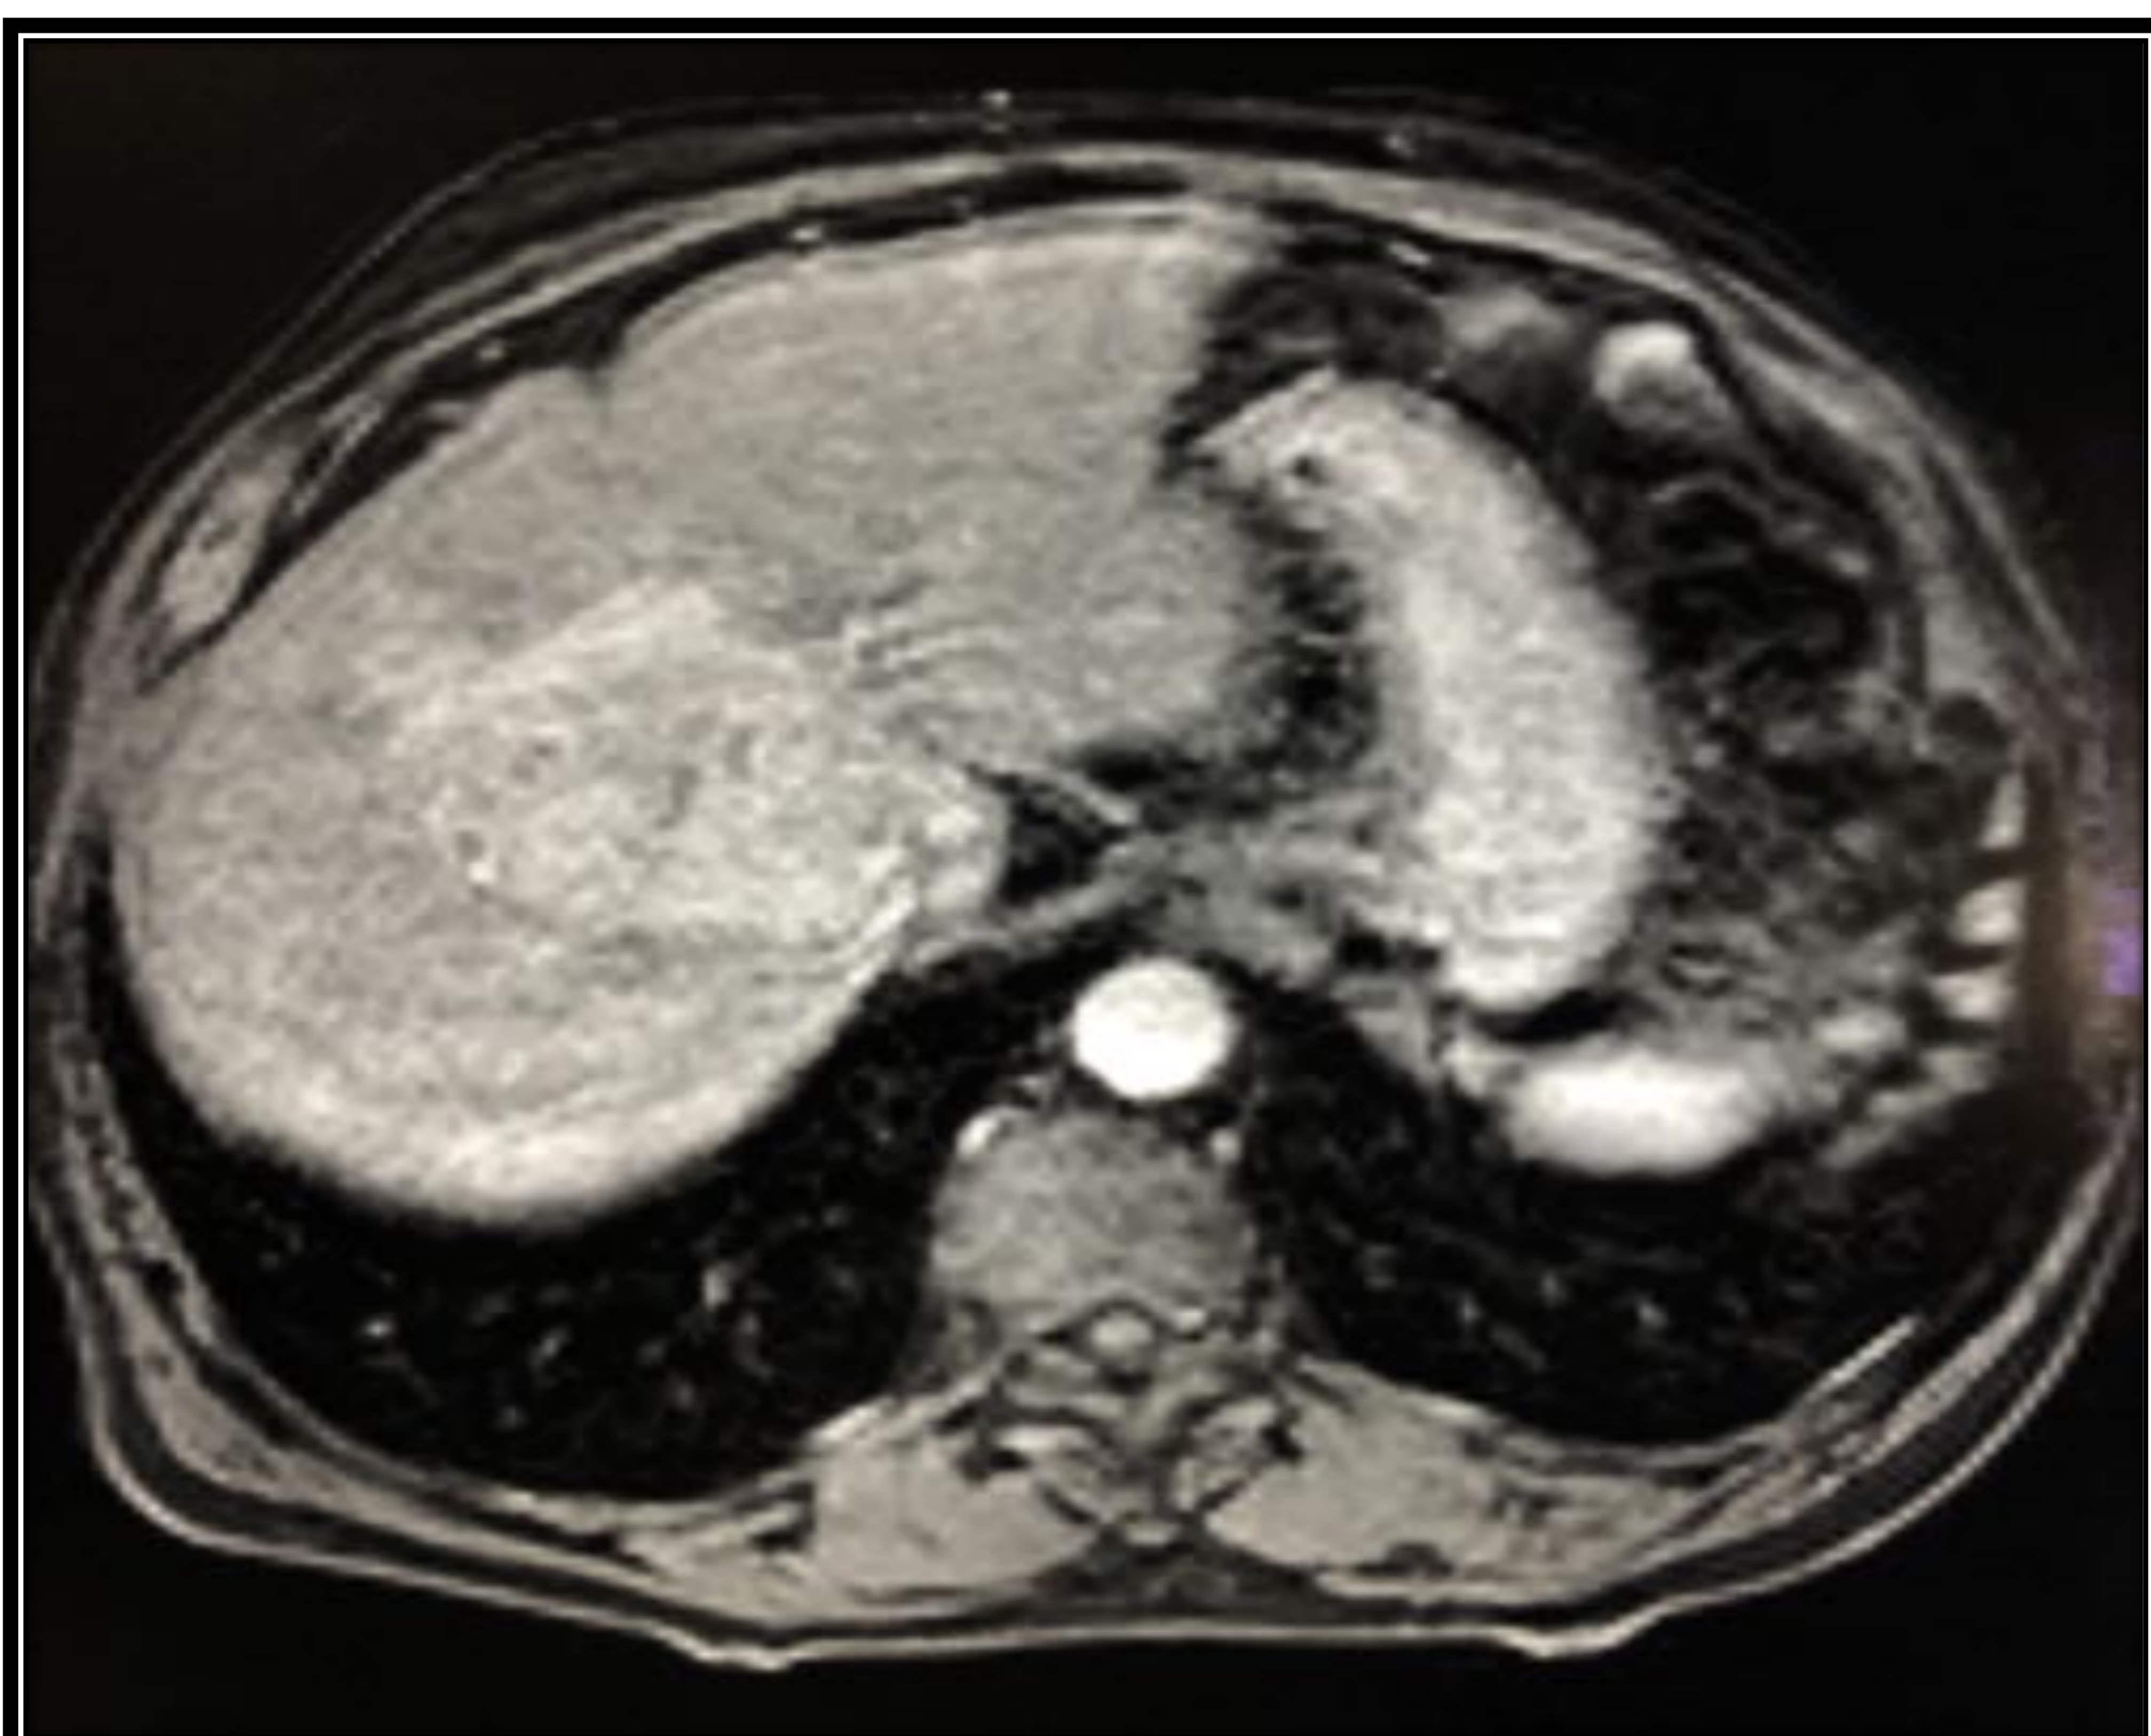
RM con contraste en fase arterial. Se aprecia una lesión hipercaptante con AP de CHC.
